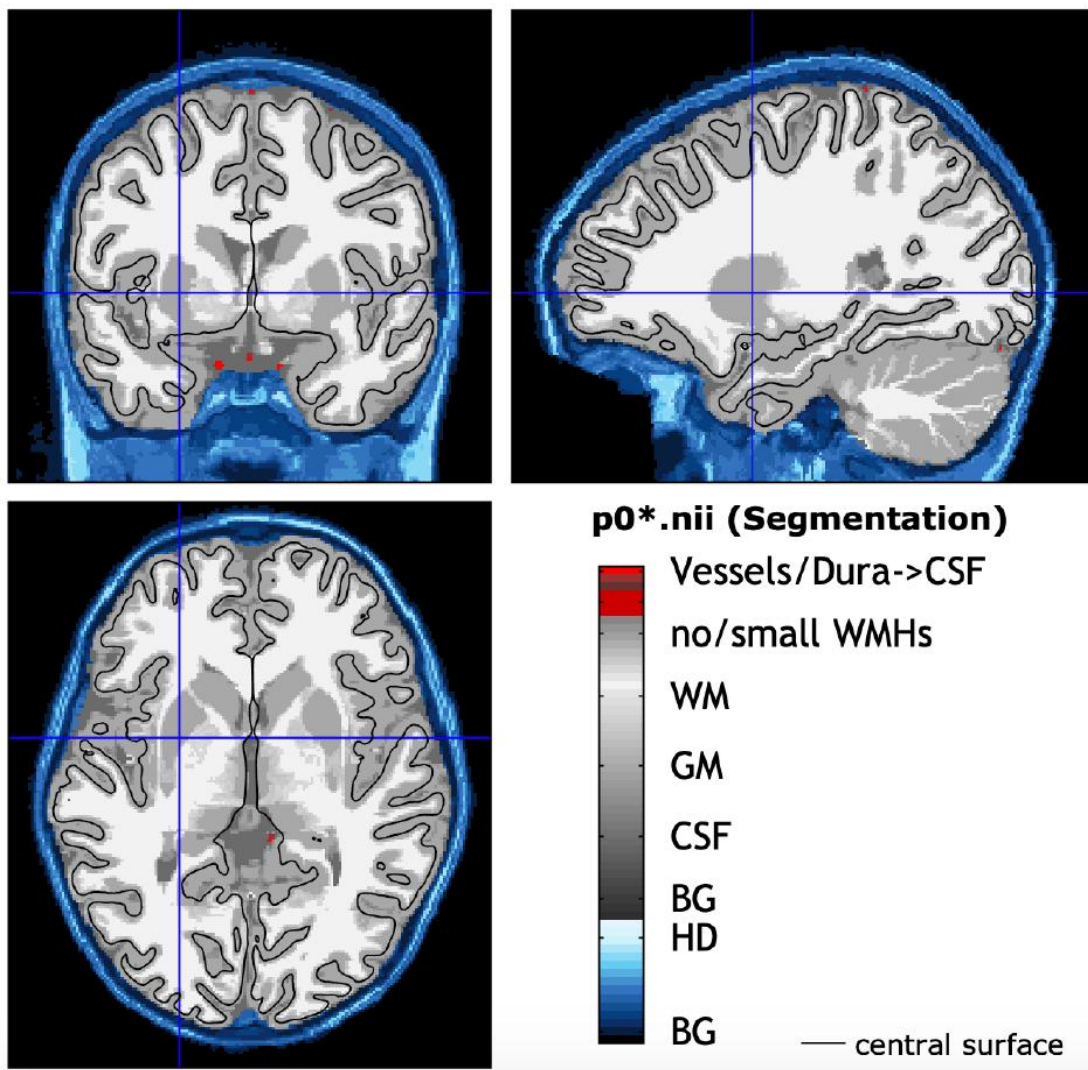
Imagens de ressonância magnética ponderadas em T1 (volumétrico) pelo CAT12
